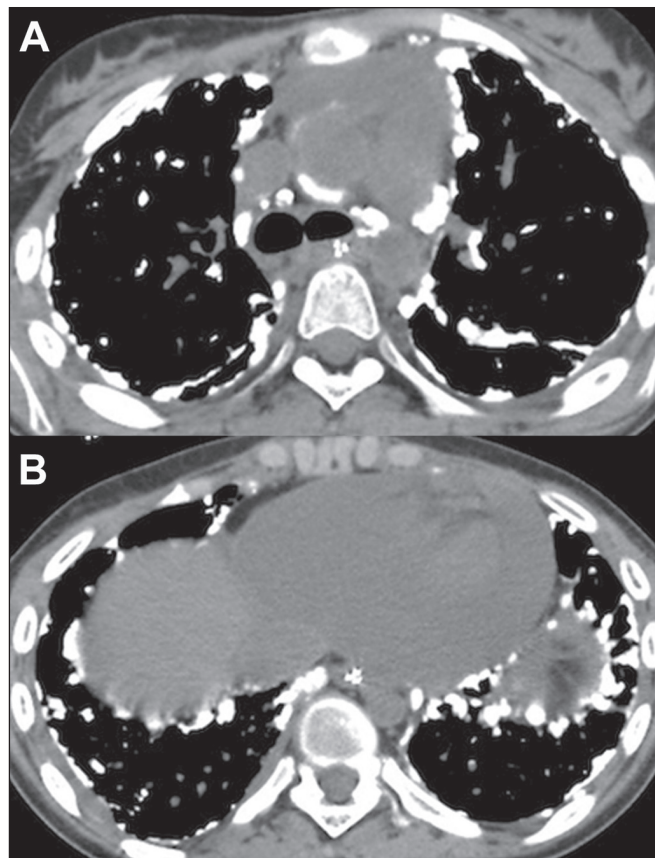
Disseminação linfática do tumor. Menina, 14 anos, com osteossarcoma primário no fêmur. TC dos campos superior (A) e inferior (B) com janela para mediastino mostram vários nódulos calcificados nas regiões subpleurais e ao longo das fissuras. Observar também calcificações linfonodais mediastinais e derrame pericárdico.
